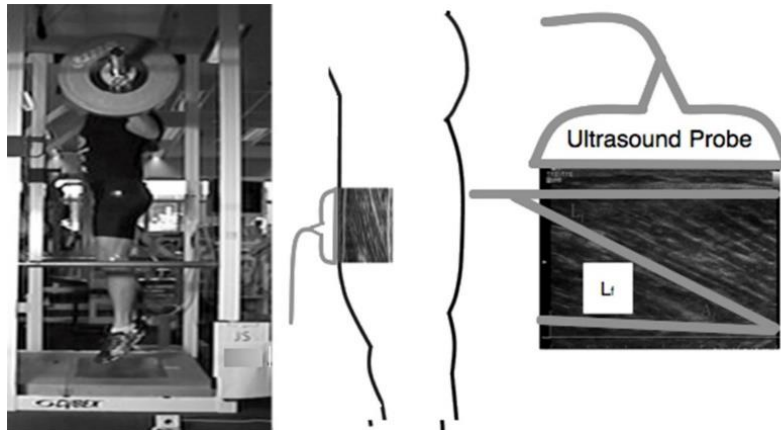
Ejemplo de diseño experimental que muestra cómo se midió y extrapoló la longitud del fascículo del vasto lateral del cuádriceps durante sentadilla con salto. Figura de Earp et al., 2016 reutilizada con permiso de los poseedores de los derechos. Traducción: ultrasound probe= sonda ecográfica.
